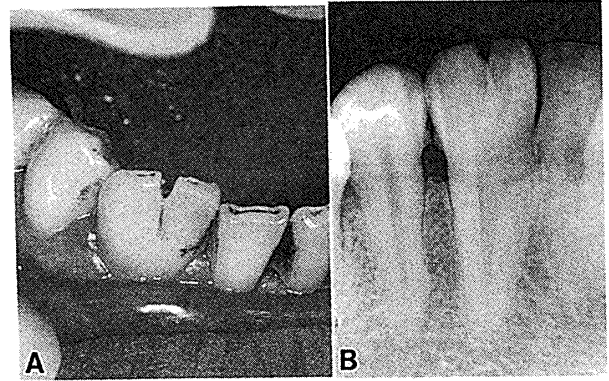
Fusion of the lower right lateral incisor and the canine (32-year-old man). Intraoral view (A) and radiograph (B).
